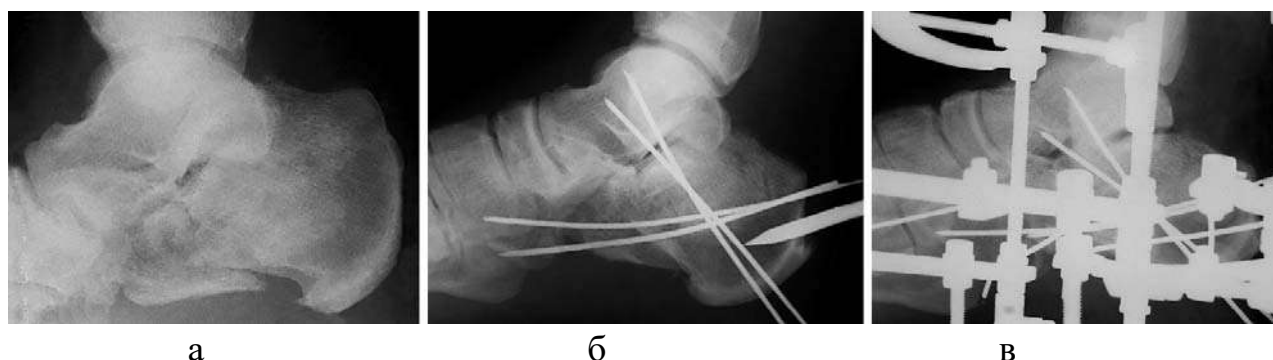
Фотовідбитки рентгенограм імпресійного перелому п'яткової кістки:
